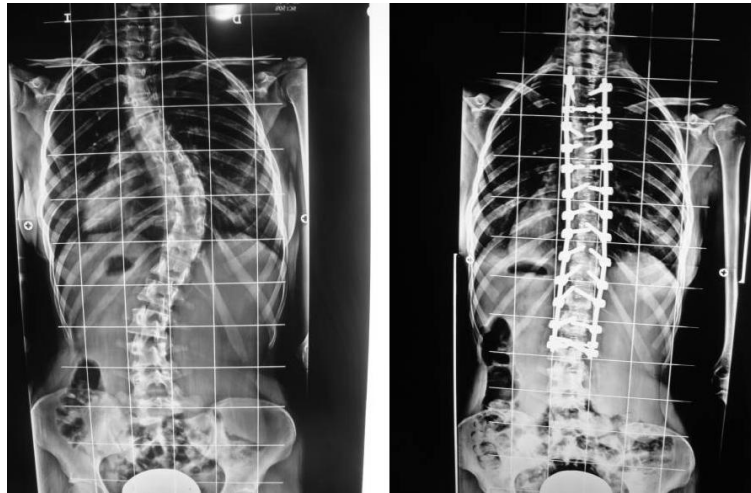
Radiografías pre (izquierda) y postquirúrgicas (derecha) tras la corrección instrumental de escoliosis idiopática del adolescente.
